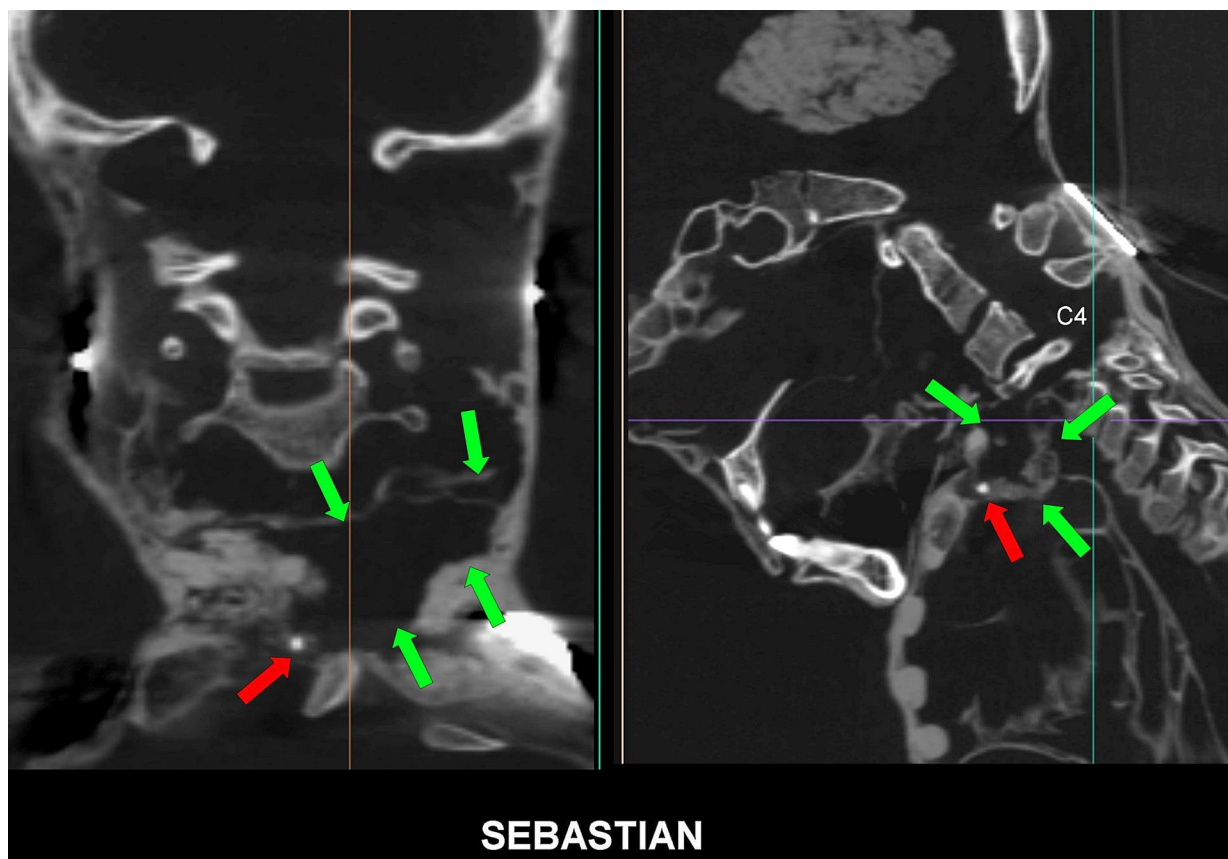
Escaneos de TC coronal (izquierda) y sagital (derecha) en 2D que muestran un tracto de tejido ancho en el cuello (flechas verdes) con la presencia de un cuerpo extraño metálico pequeño (flecha roja) en su extremo interno.
